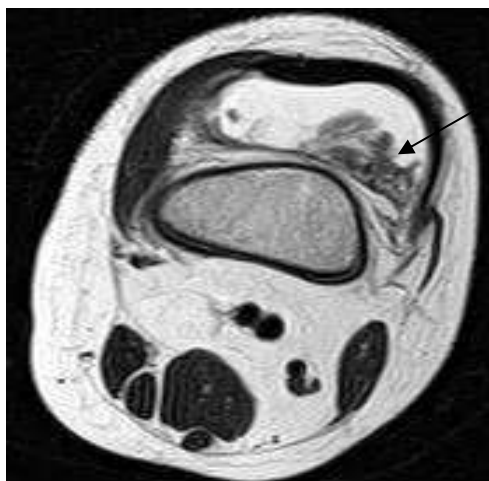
МРТ коленного сустава в аксиальной проекции в режиме T2-ВИ. Неравномерный тип утолщения синовиальной оболочки в супрапателлярной сумке на фоне выпота
